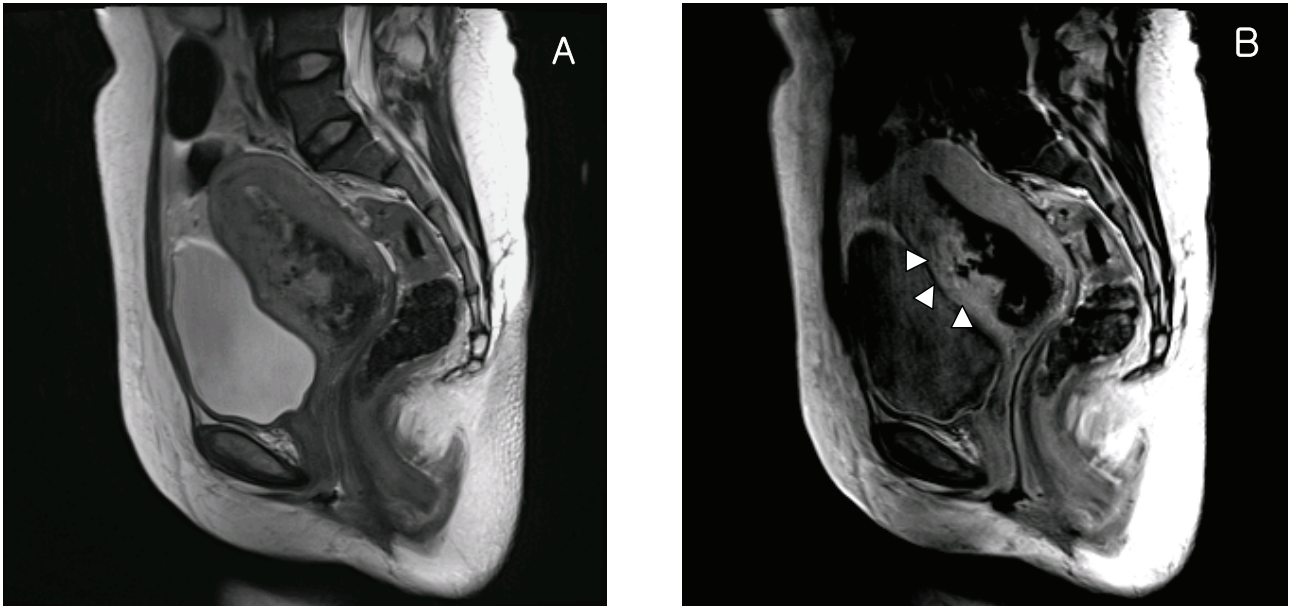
Pelvic MRI findings. (A) Sagittal T2-weighted image shows irregular mass of heterogenous intensity. (B) Sagittal gadolinium-enhanced T1-weighted image shows enhancing tissue within intrauterine mass (arrowhead) that involve entire layer of the myometrium, highly suggestive finding of placenta increta.
